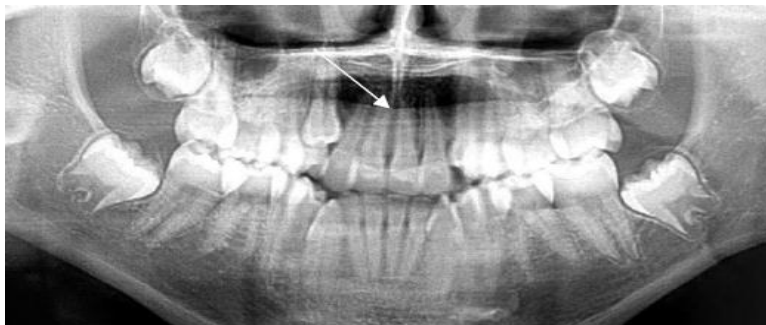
Radiographie panoramique présentant la convergence des racines. ⁽³⁵⁾
